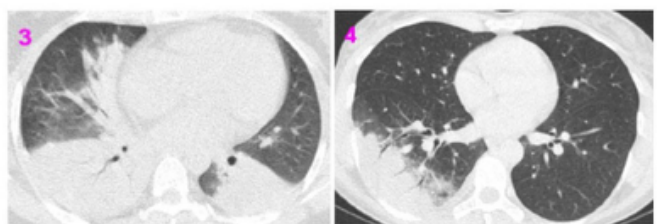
Caso 2 TC tórax al ingreso: Infiltrado lobar derecho con broncograma aéreo y derrame pleural bilateral a predominio ipsilateral. Imagen 4: Caso 3 TC tórax al ingreso: consolidación latero basal derecha.
